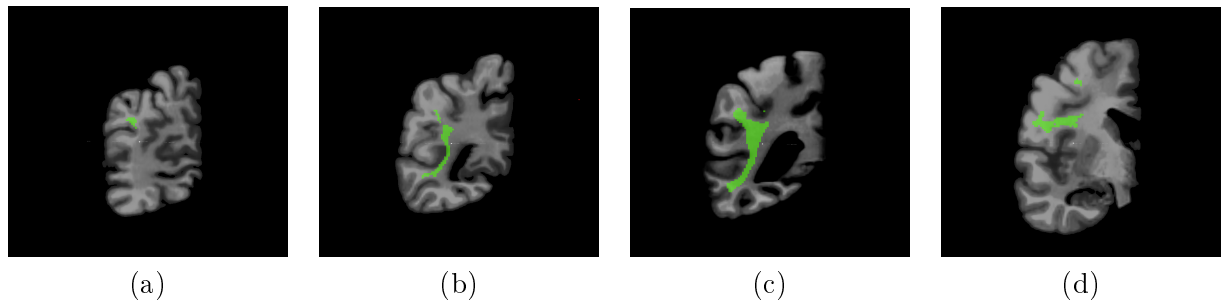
Coupes coronales montrant le FLS reconstruit et recalé dans l'IRM post-mortem (a) coupe 75 (b) coupe 89 (c) coupe 99 (d) coupe 134
